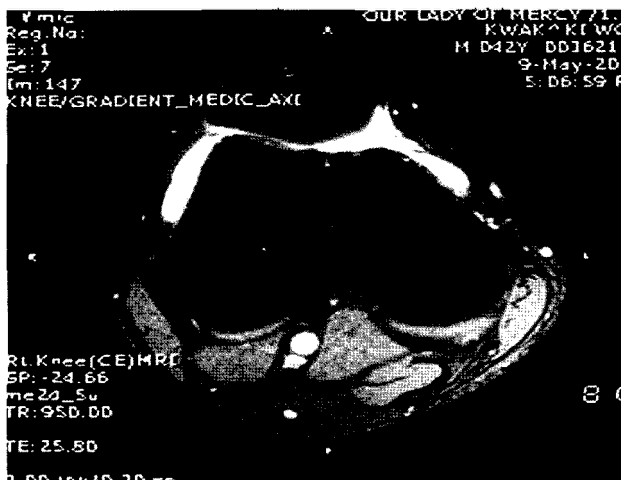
In a 43-year-old man with right knee pain, on axial fat-suppressed, T2-weighted magnetic resonance image, the double plica was seen from medial wall.
